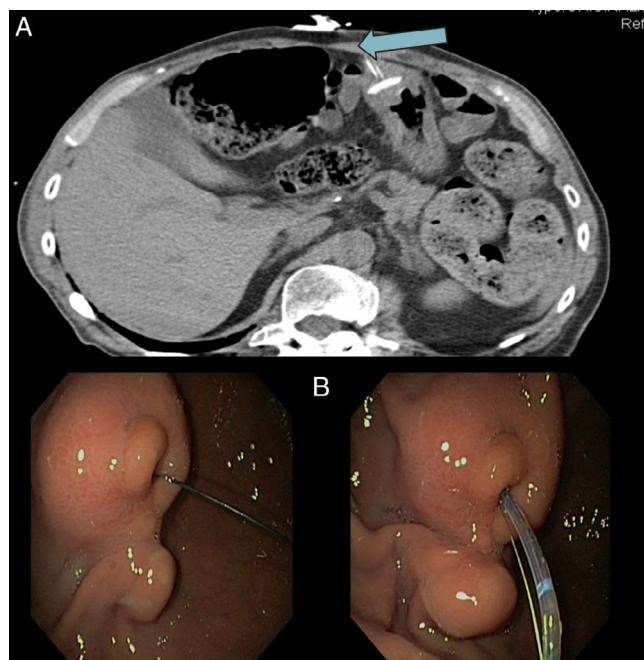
A) Se aprecia, en cuadrante superior izquierdo, TAC abdominal, donde se visualiza el enterramiento de la sonda. B) En la imagen de endoscopia se puede observar guía desde el exterior a través de la sonda externa y esfinterotomo siguiendo la propia guía.
